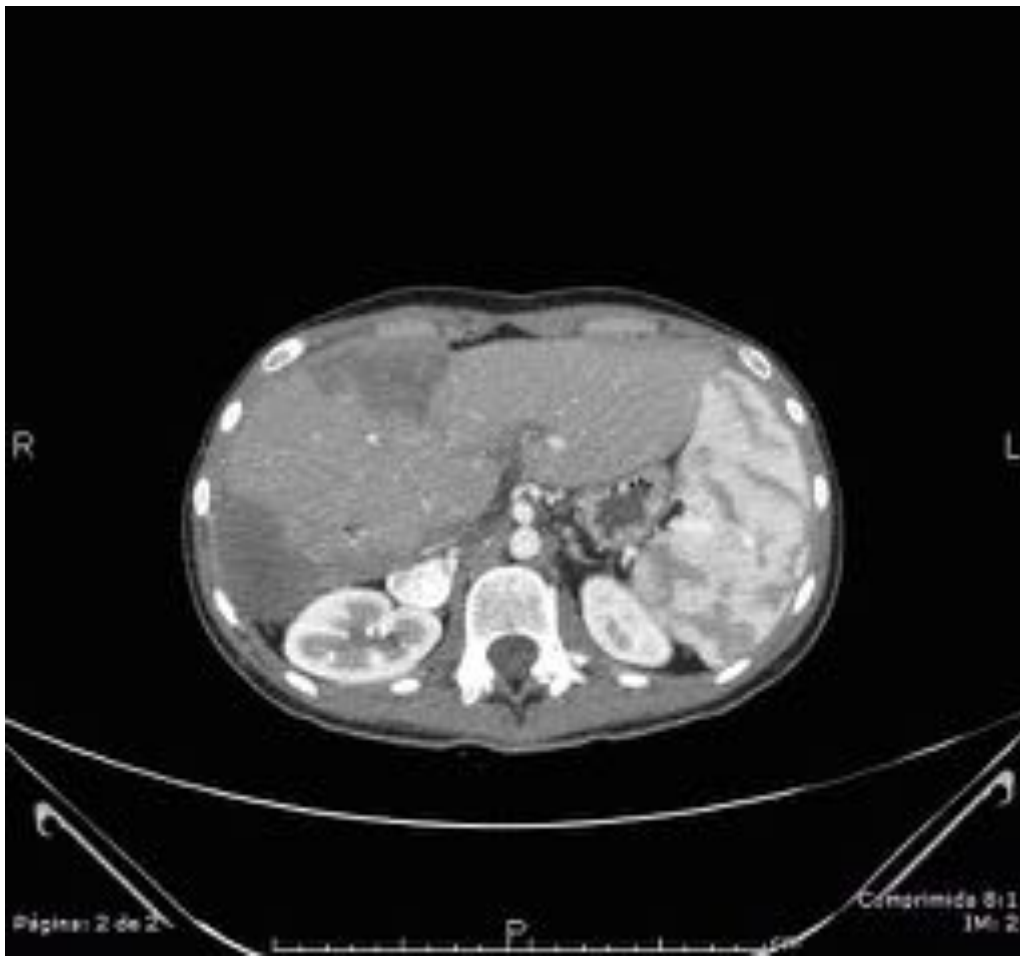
Corte axial de TC con CIv en fase arterial. En un paciente con ligamento arcuato hipertrófico observamos una dilatación postestenótica en el tronco celiaco.
